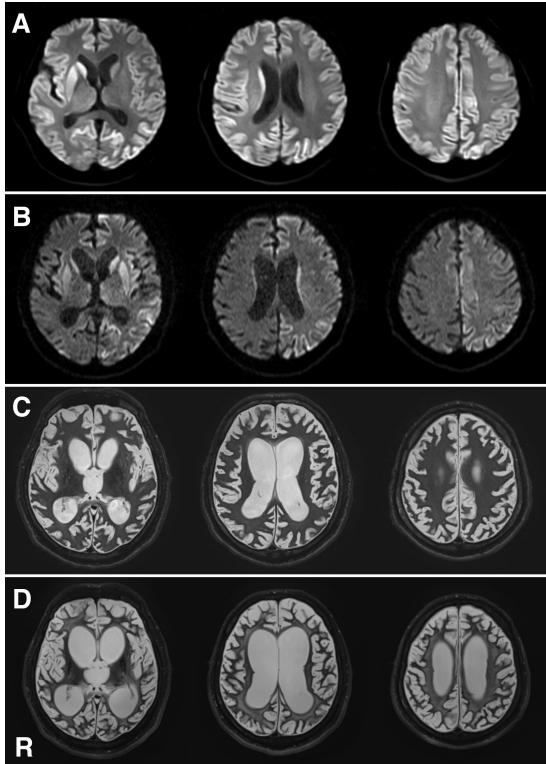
MM1 型孤発性 CJD の頭部 MRI 像
